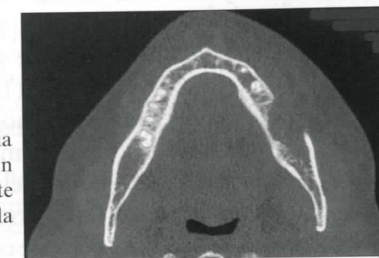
TC axial preoperatoria que muestra una lesión expansiva, radiotransparente y osteolítica que destruye la cortical ósea bucal.
